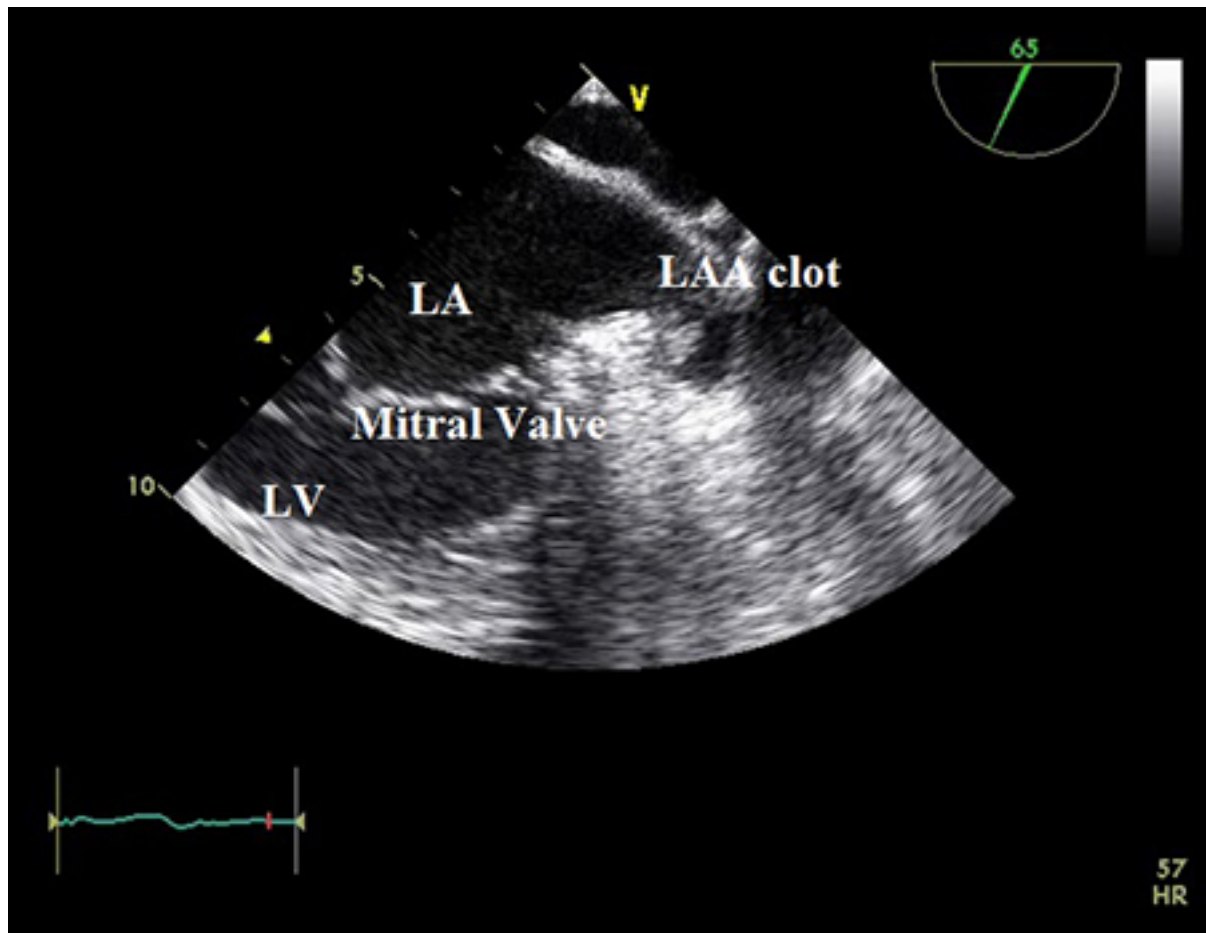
Ecocardiograma transesofágico mostrando el coágulo en la orejuela de la aurícula izquierda. LA, aurícula izquierda; LAA, orejuela auricular izquierda; LV, ventrículo izquierdo
